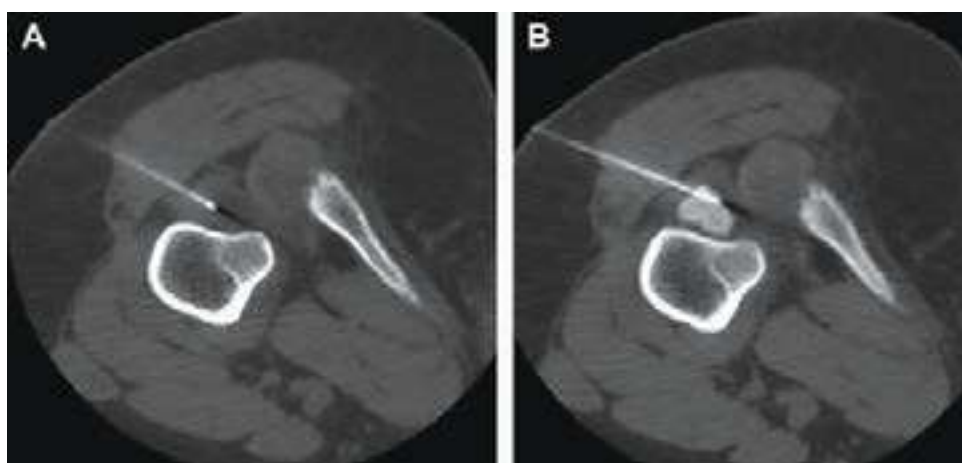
Inyección de anestésico y esteroide guiado por TC en el músculo cuadrado femoral.
